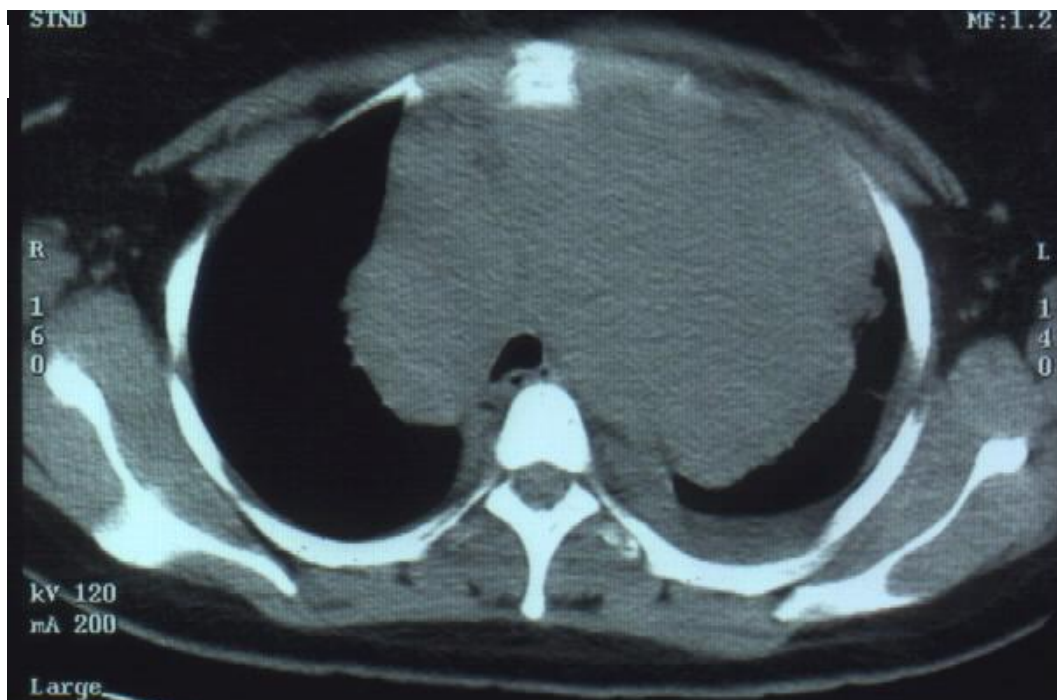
Femme de 22 ans présentant depuis 3 mois une toux sèche de décubitus. La radiographie pulmonaire (A) montre une tumeur médiastinale étendue associée à une réaction pleurale gauche.
